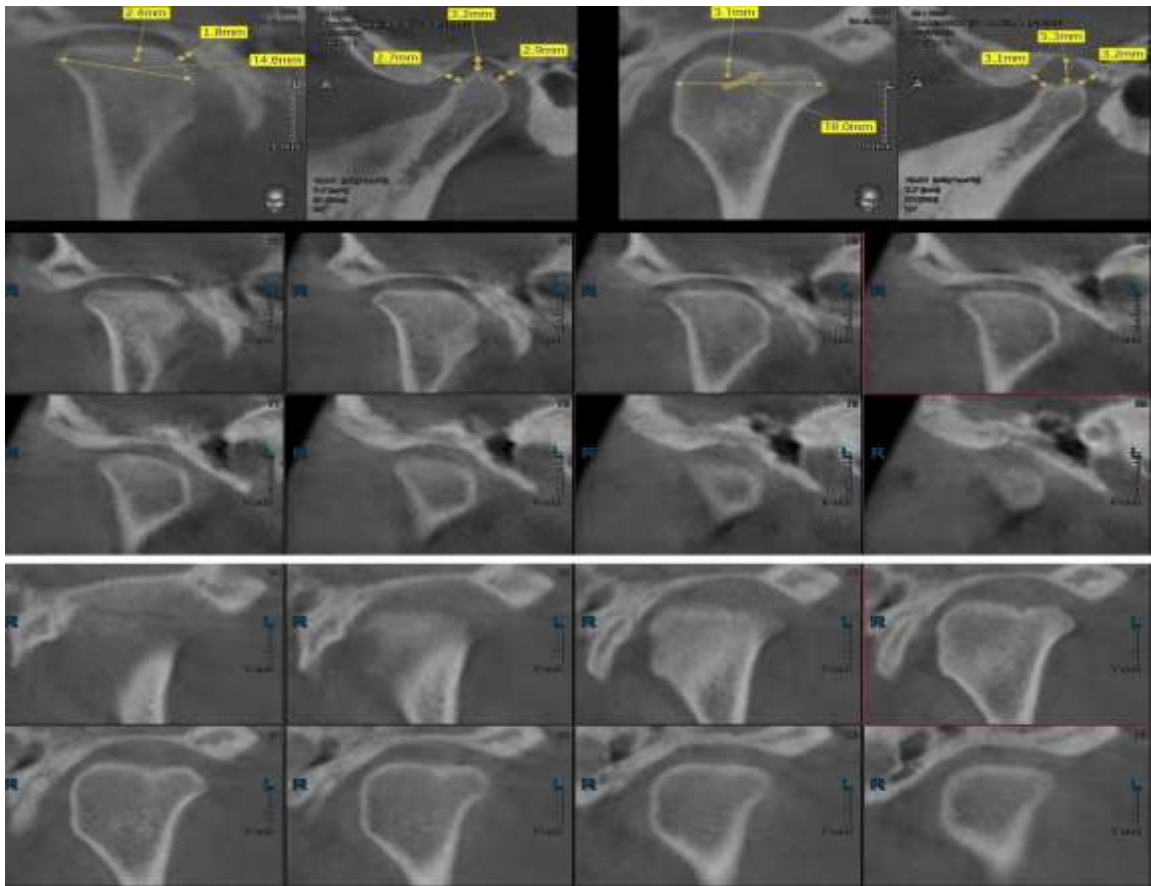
Комп'ютерна томографія СНЩС хворої Б. Н. А.
